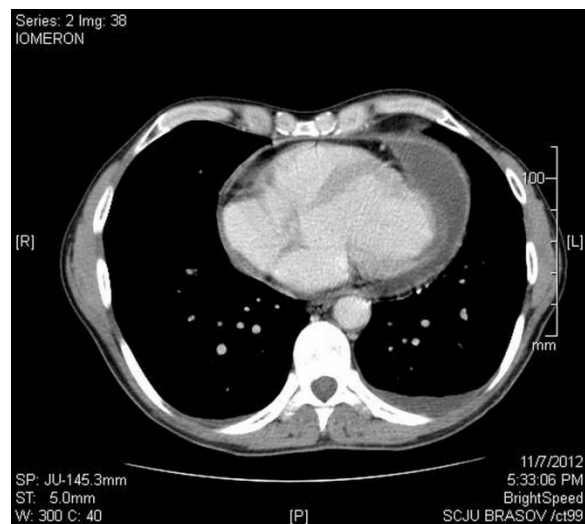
CT torace cu substanță de contrast (detalii în text)
